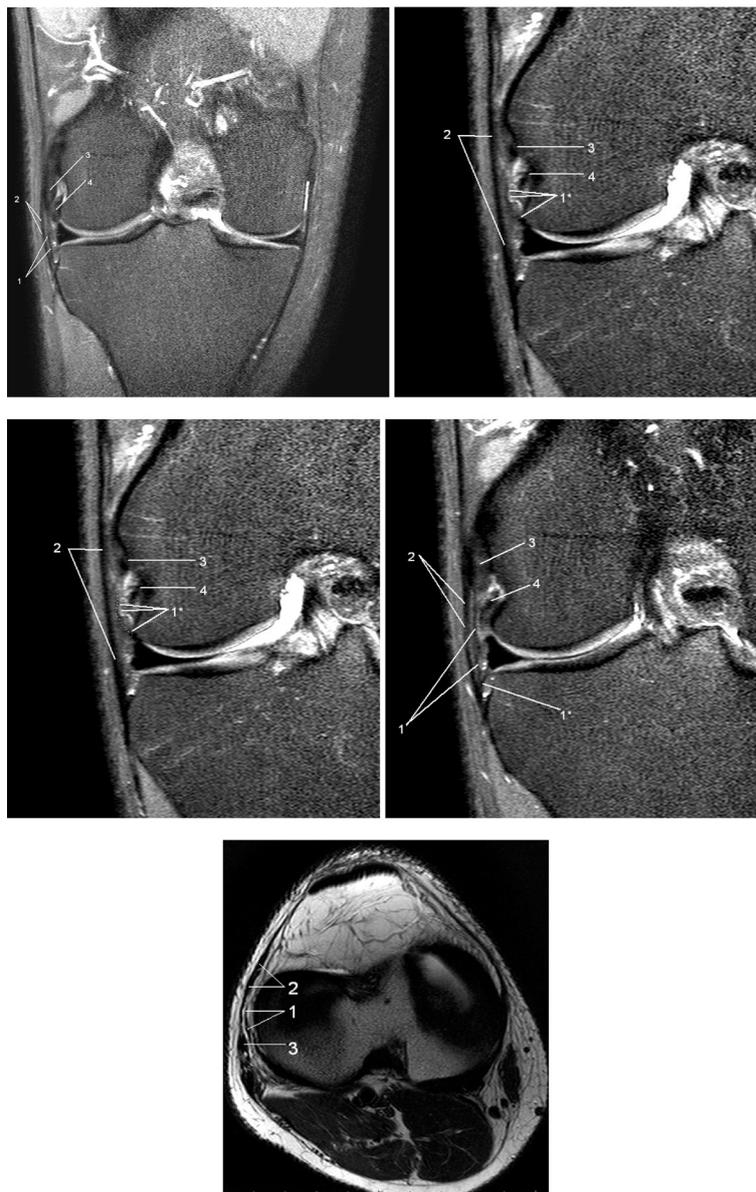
МРТ 3 Т колінного сугава з неповрежденною антеролатеральною зв'язкою: 1 – антеролатеральна зв'язка, 1* – глибока порція антеролатеральної зв'язки, 2 – іліотибальний тракт, 3 – фібулярна коллатеральна зв'язка, 4 – сухожилля підколінної м'язи
